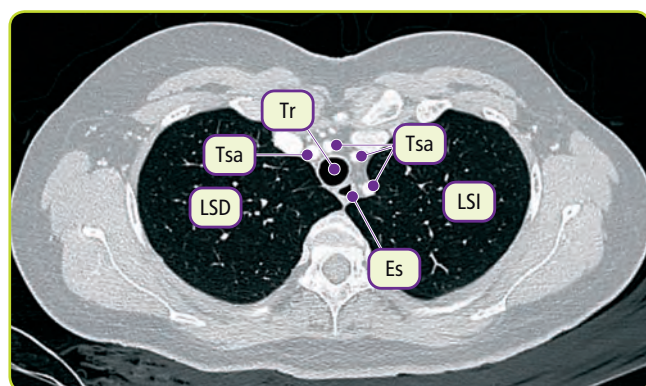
Cortes axiales obtenidos por TC a distintas alturas - Troncos supraaórticos.
